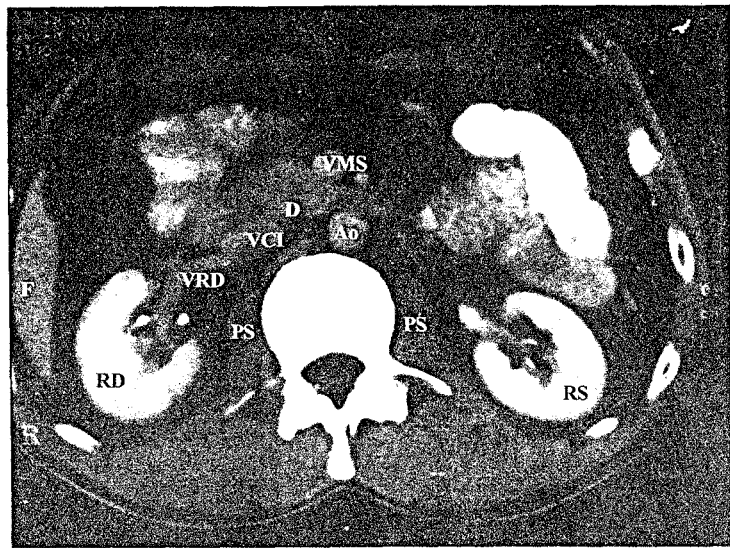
Secțiune tomografică mediorenală. RS - rinichi stâng, RD - rinichi drept, PS - mușchi psoas, VRD - vena renală dreaptă, VCI - vena cavă inferioară, Ao - aorta, VMS - vena mezenterică superioară, F - marginea inferioară a ficatului, D - duoden.
